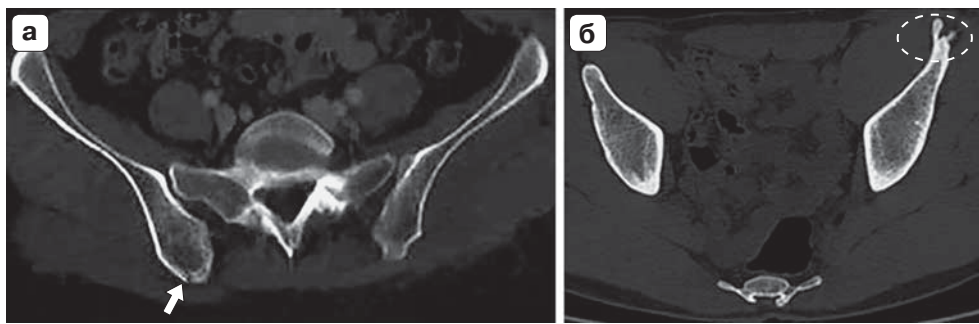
КТ, аксиальные срезы. Авульсионный перелом задневерхней ости правой подвздошной кости (а, стрелка) и отрывной перелом гребня левой подвздошной кости (б, пунктирный эллипс).
